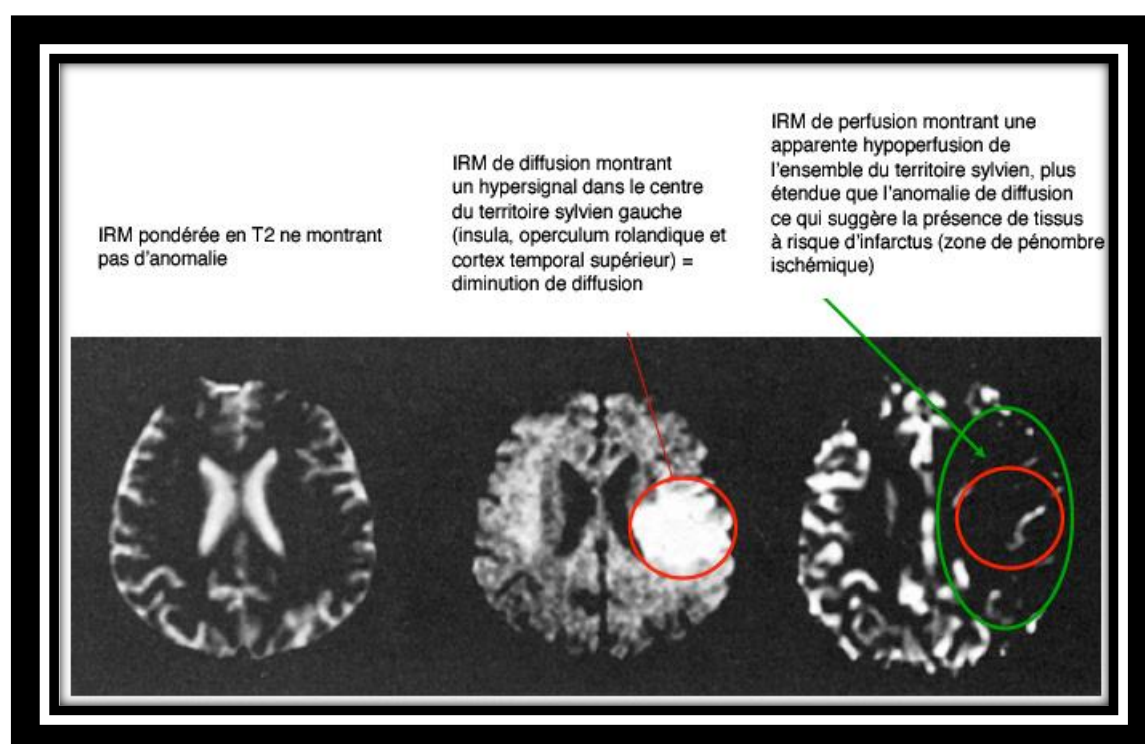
Les Accidents Vasculaires Cérébraux à L'IRM [25]
